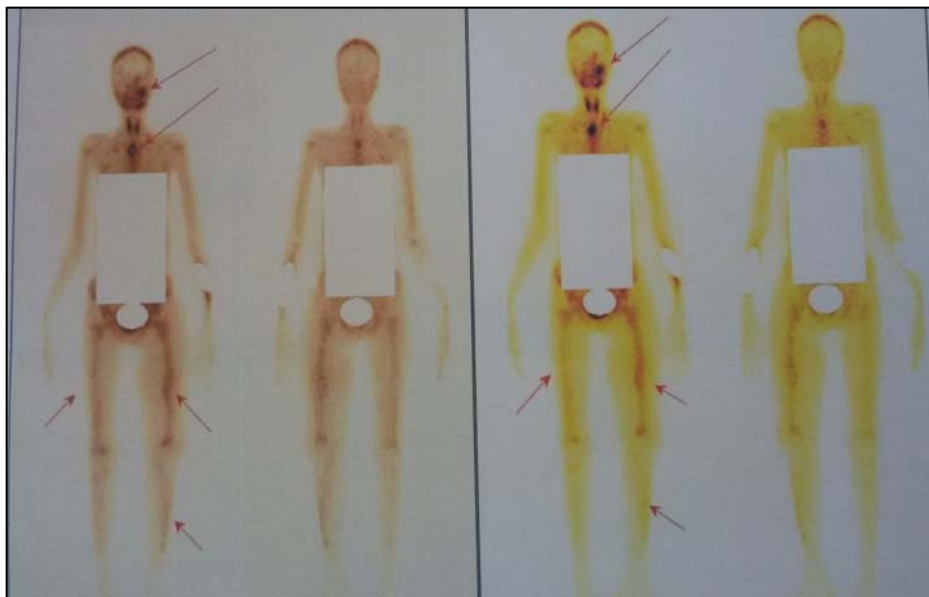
images scintigraphiques au sestamibi du corps entier montrant une hyperfixation au niveau maxillaire gauche, des 2 fémurs et du tibia gauche en rapport avec des tumeurs brunes, ainsi qu'une hyperfixation au niveau médiastinale supérieure en rapport avec un nodule parathyroïdien ectopique
